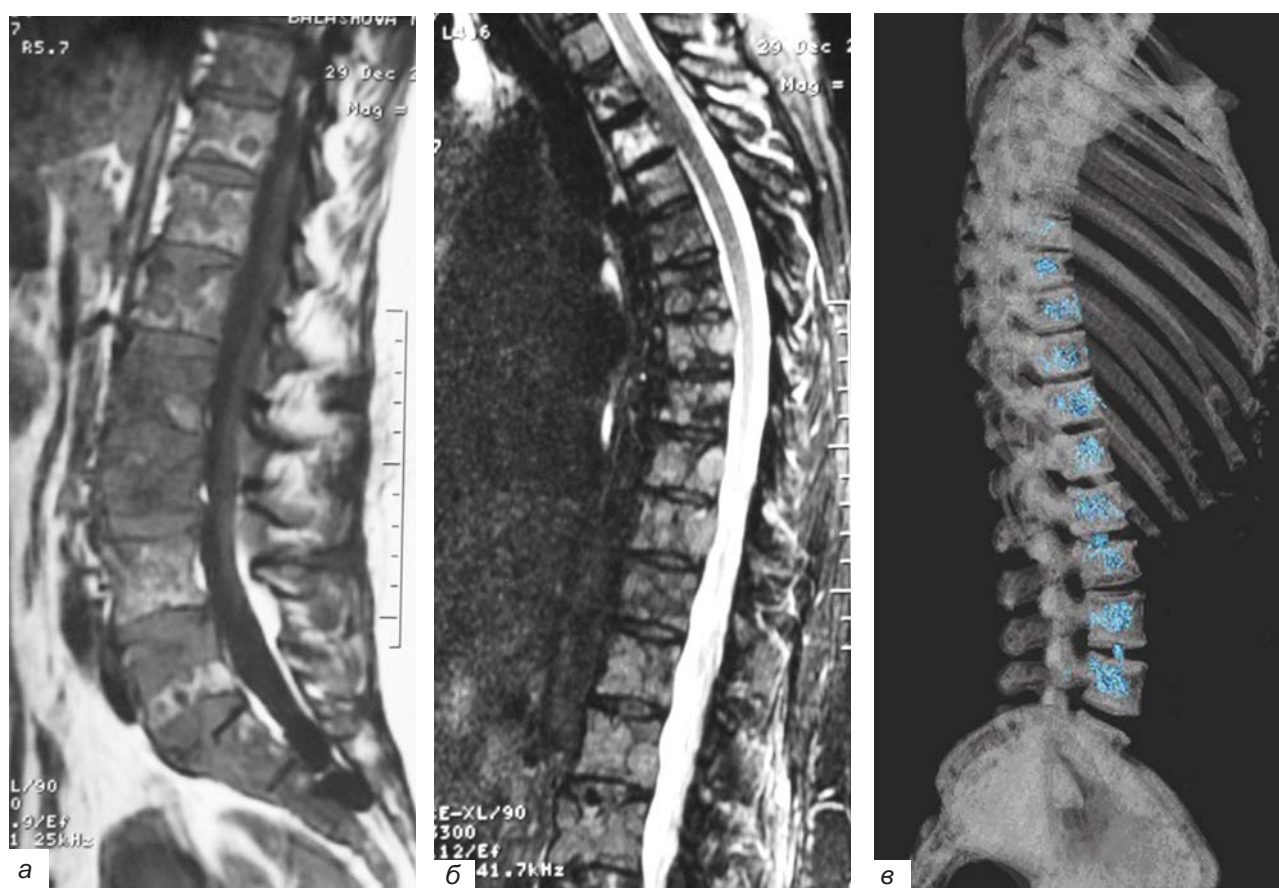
а – Магниторезонансная томограмма поясничного отдела позвоночника до операции. Тотальное поражение позвоночника с наличием множественных очагов литической деструкции тел позвонков;
